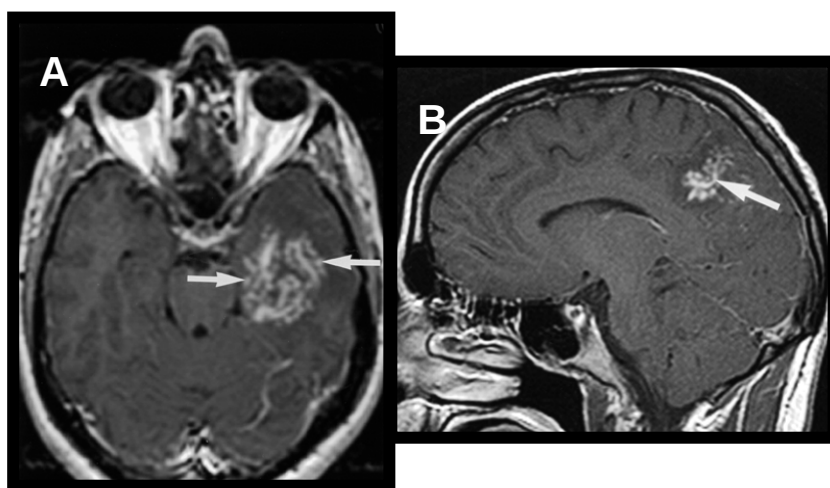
RM do crânio. Axial (A) e Sagital SE T1 pós-contraste (B) demonstrando realce linear central circundado por múltiplos nódulos puntiformes formando aspecto arborizado (setas). Esquistossomose cerebral.
